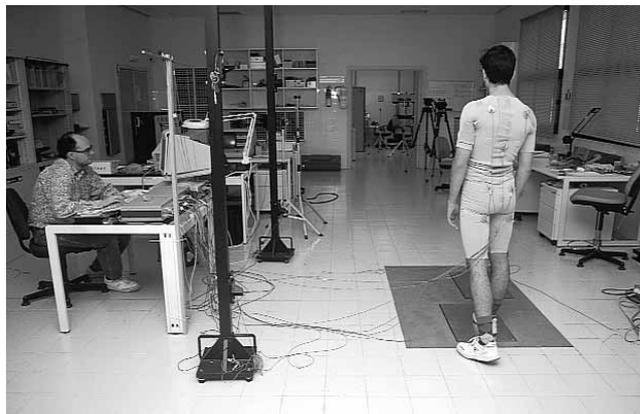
Sistema de ultrasonidos para el análisis de marcha. (IBV)
